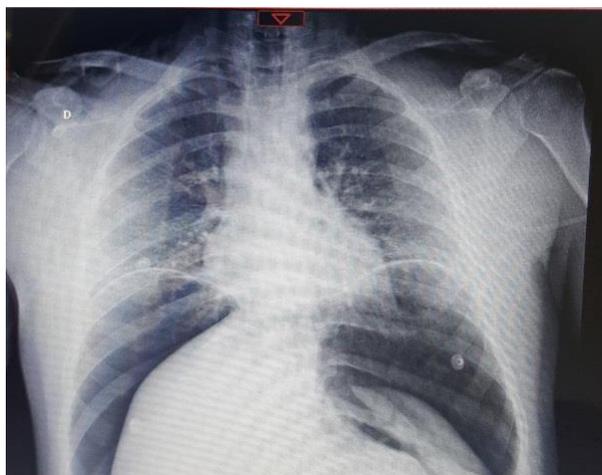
Radiografia de tórax evidenciando pneumoperitônio volumoso.
